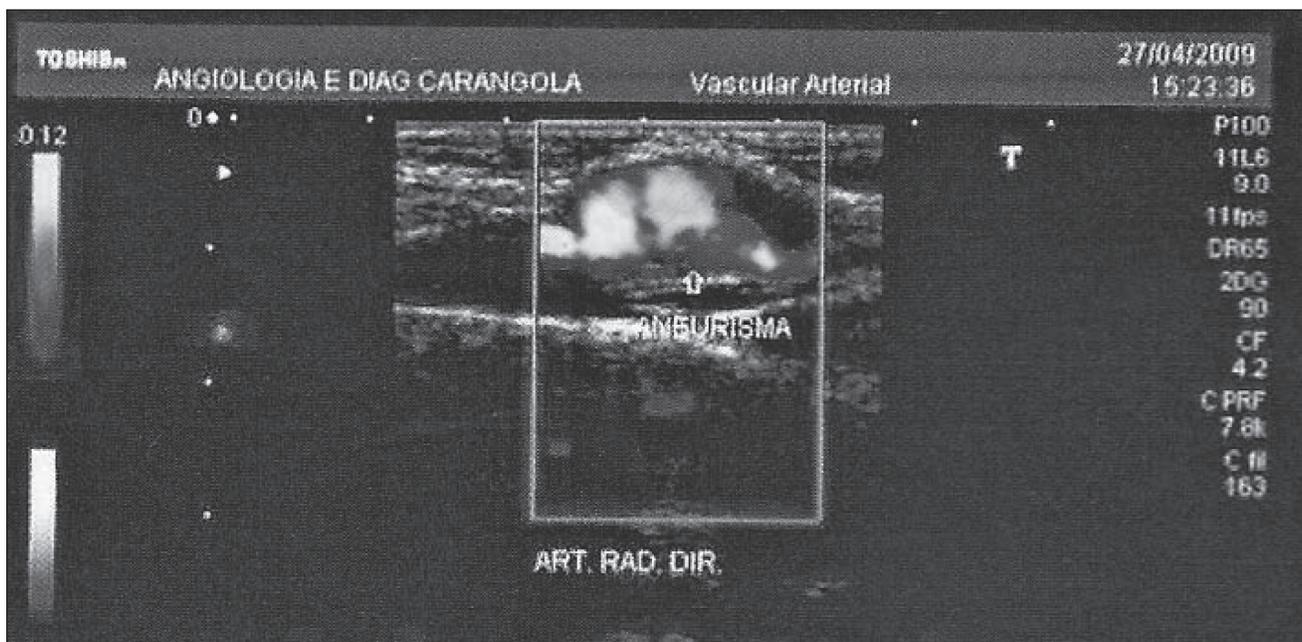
Eco-Doppler revelando o aneurisma da artéria radial.
